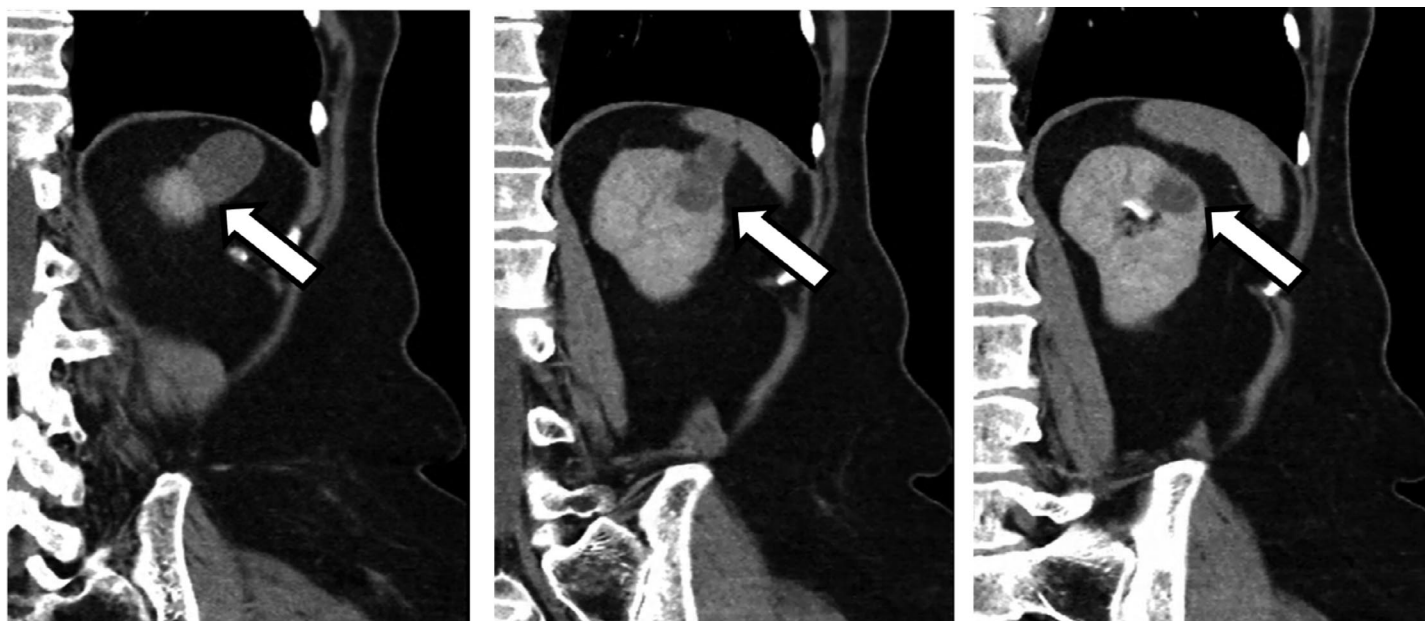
МСКТ почек с в/в контрастированием при поступлении
